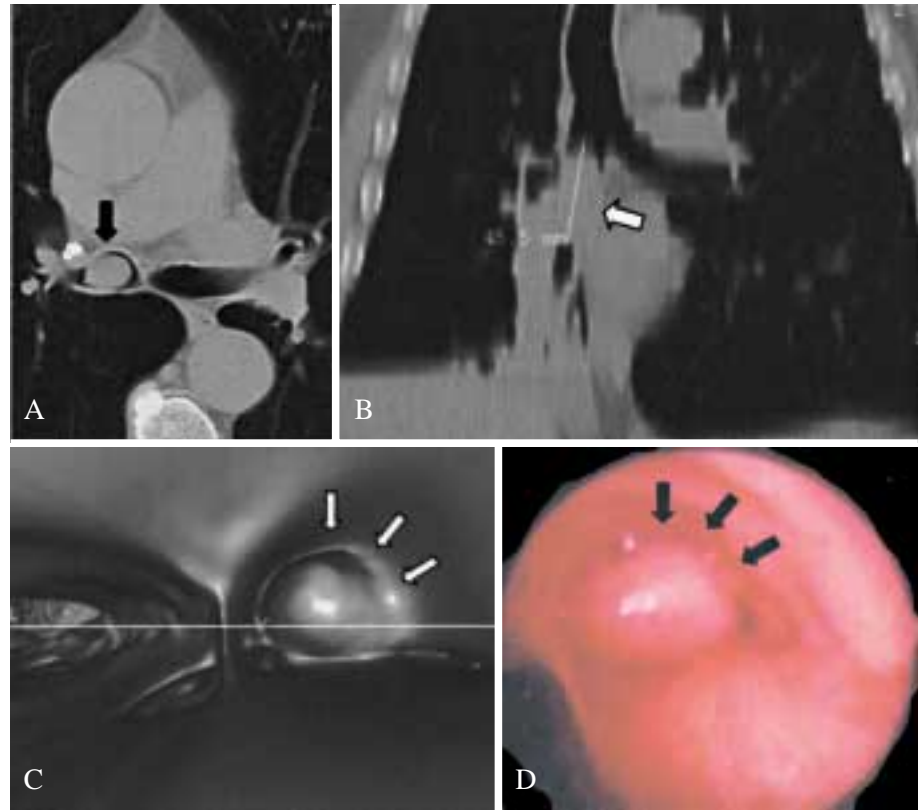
A) L'immagine TC assiale con mezzo di contrasto e.v. e l'immagine multiplanare sul piano coronale (B) evidenziano una formazione solida omogenea rotondeggiante, a margini netti, che causa la quasi completa stenosi del bronco intermedio (freccia nera) all'interno del quale si estende in senso cranio-caudale per 4,5 cm, con base di impianto sulla sua parete mediale (freccia bianca). È possibile osservare l'elevata corrispondenza (freccie) tra l'immagine endoscopica virtuale (C) e quella fibrobroncoscopica (D).
